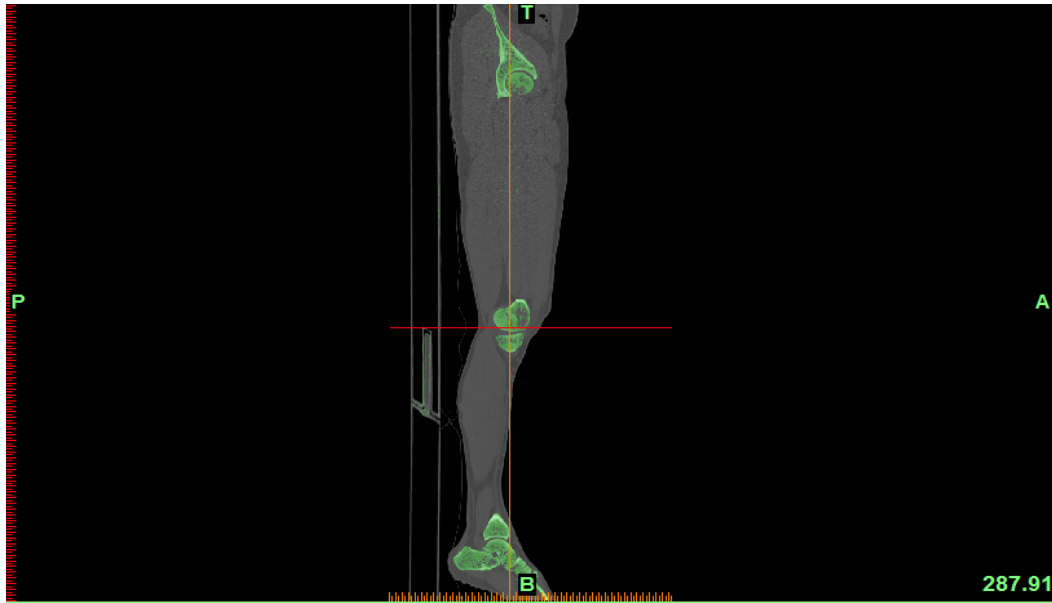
Vista en plano sagital de toda la longitud que abarcan las tomografías
